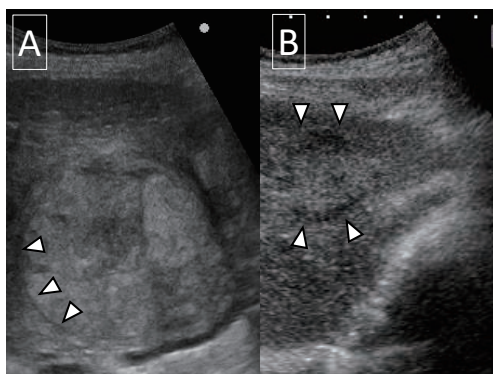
辺縁低エコー帯を伴う充実性病変(カテゴリー4、D2要精検)。
